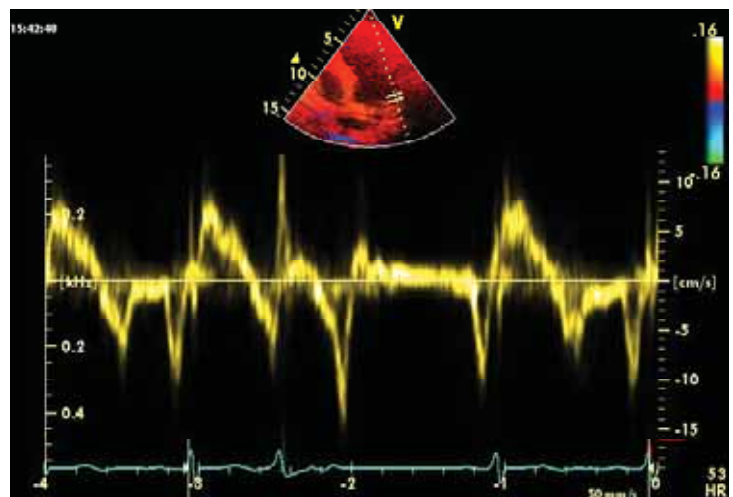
Doppler tisular (TDI) în extrasistola ventriculară
